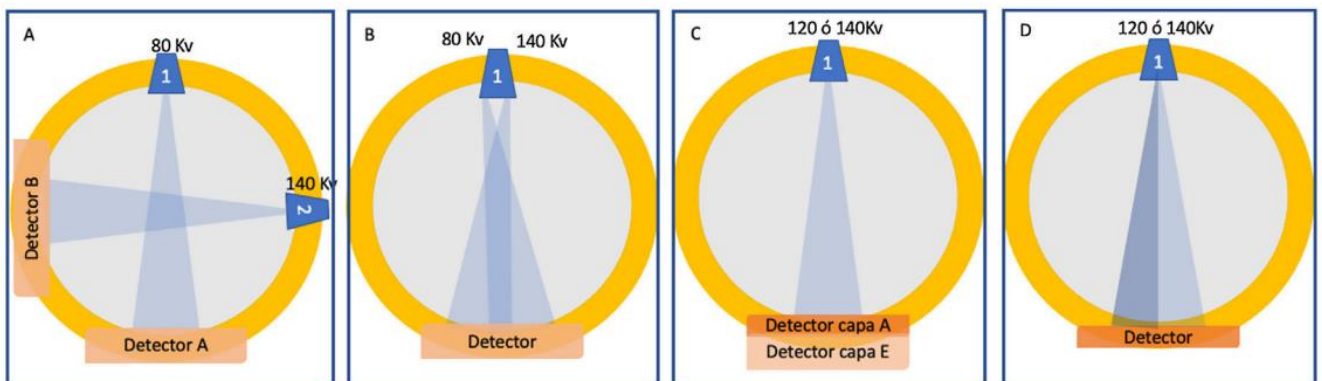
Distintos diseños de TC de energía dual: A) dual source, B) rapid switching, C) dual layer, D) split filter. (5)
